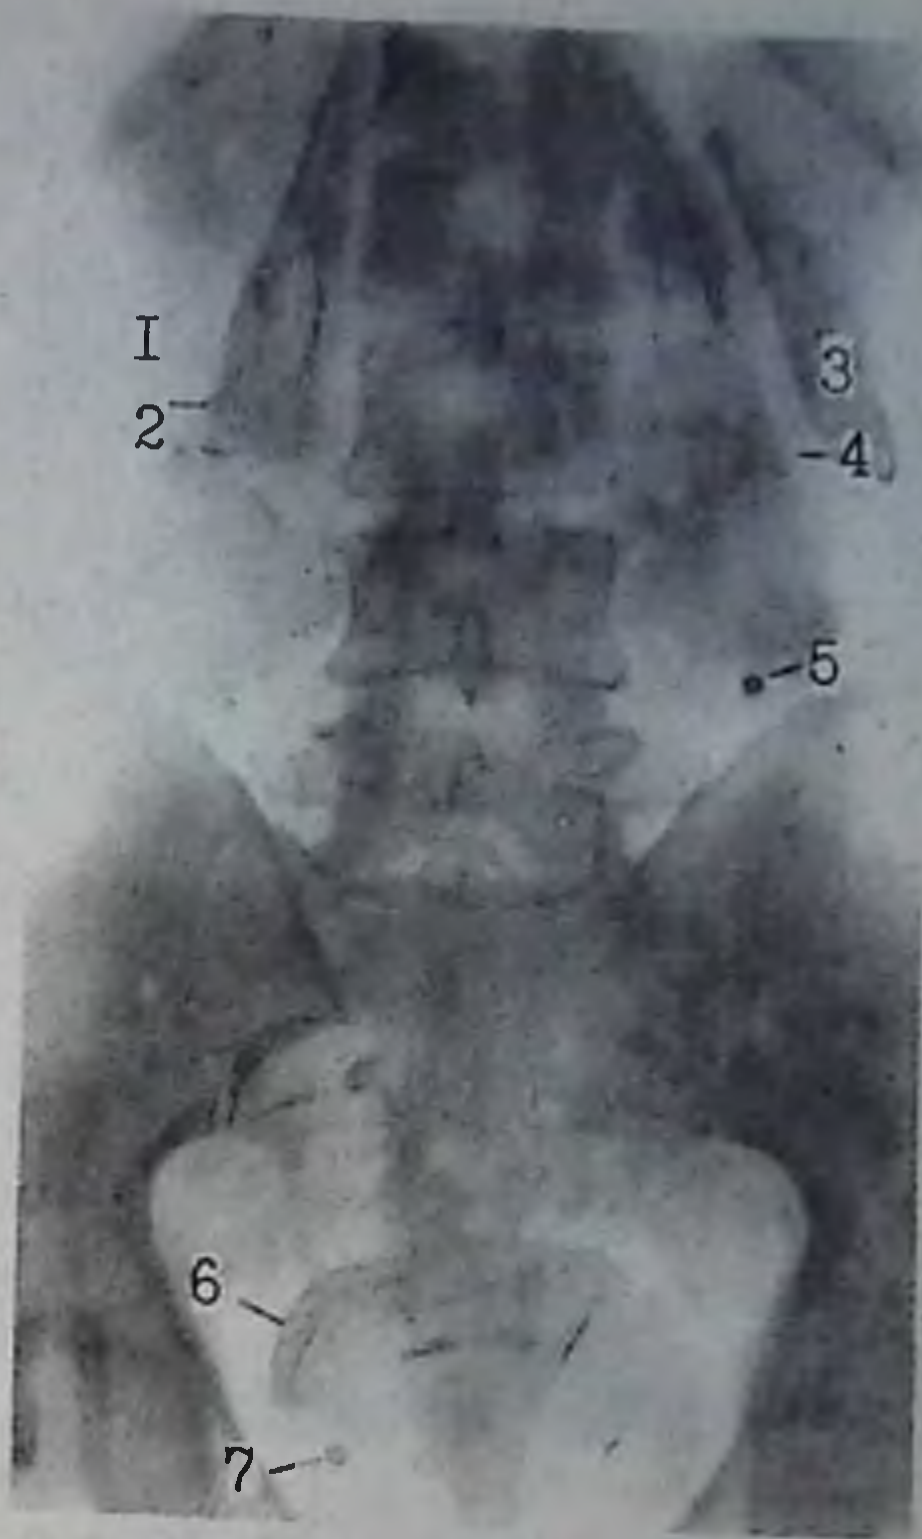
Обзорная рентгенограмма мочевыводящих путей:
